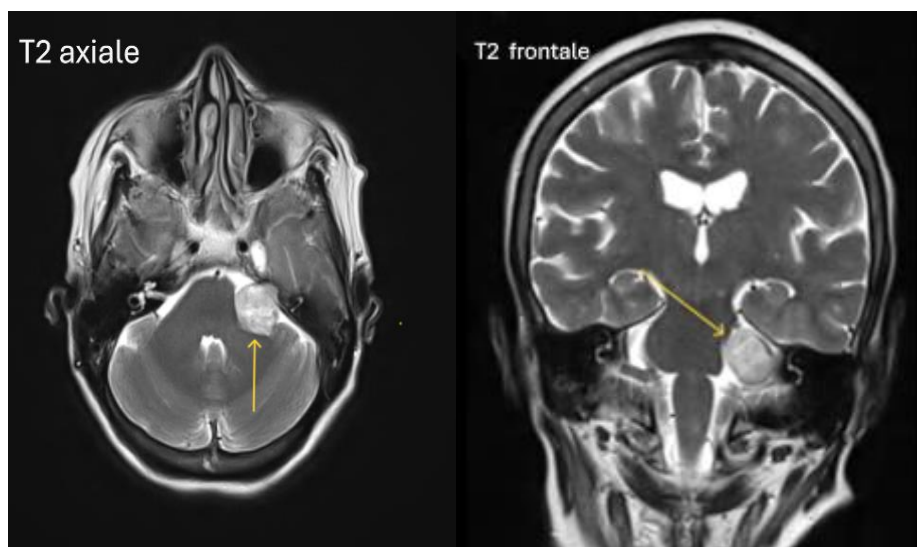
L'IRM encéphalique de contrôle après 2 ans de la patiente I.F en coupes axiale et frontale pondérées T2 a objectivé un aspect quasi stable du neurinome de l'angle ponto-cérébelleux gauche en hypersignal T2 (flèche jaune)
